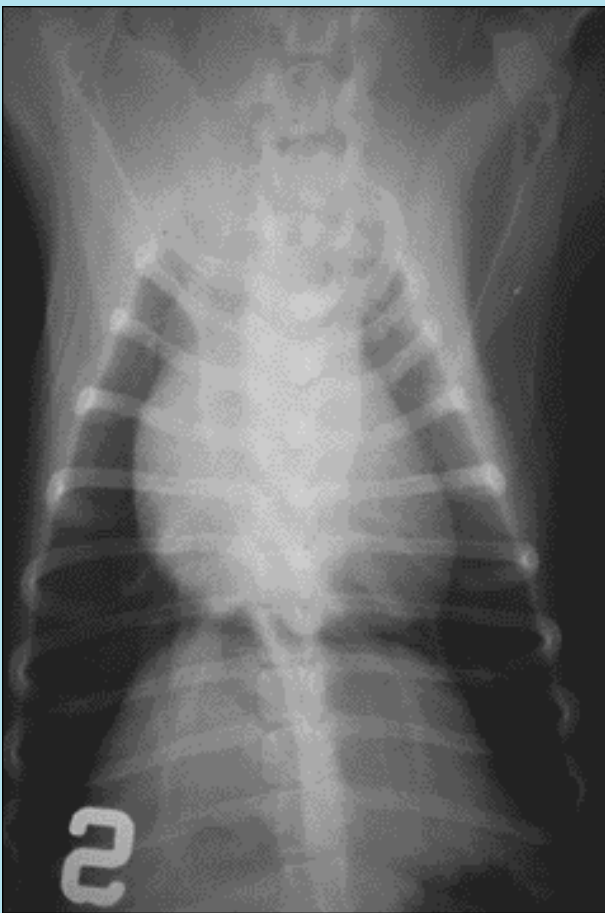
Radiografia del torace in proiezione dorsoventrale: si nota l'ingrandimento del ventricolo destro e l'assenza della dilatazione dell'arteria polmonare principale.
